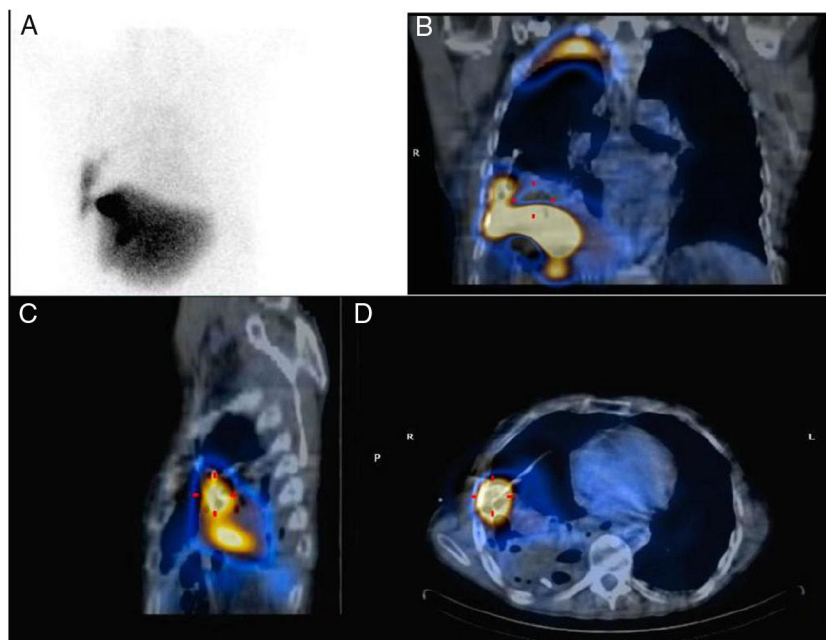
A) Gammagrafía hepatobiliar. Imagen planar. B-D) SPECT/TC coronal, sagital y axial. Se observa el paso del radiofármaco a través de la fístula al espacio pleuro-pulmonar derecho.
